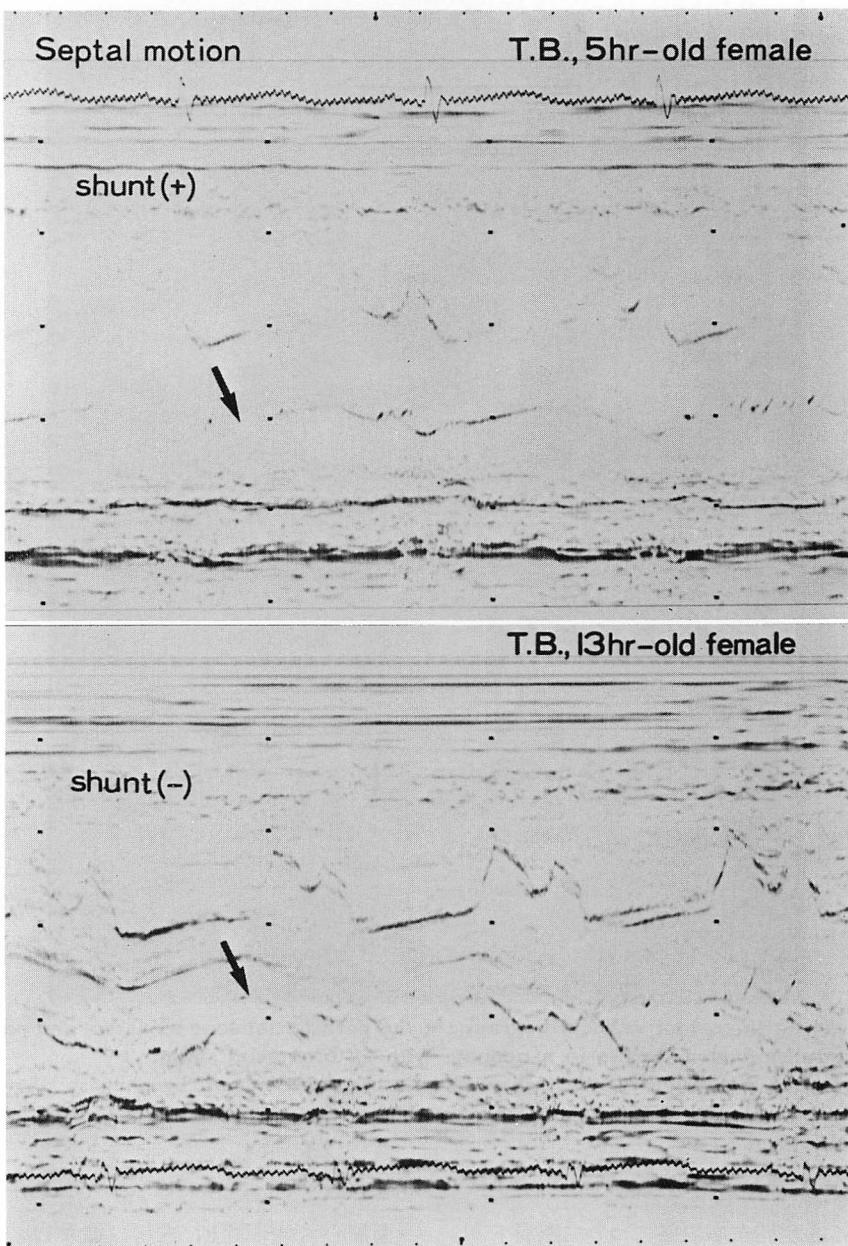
M-mode echocardiograms of the septum primum in neonates with (top) and without (bottom) interatrial shunt.
